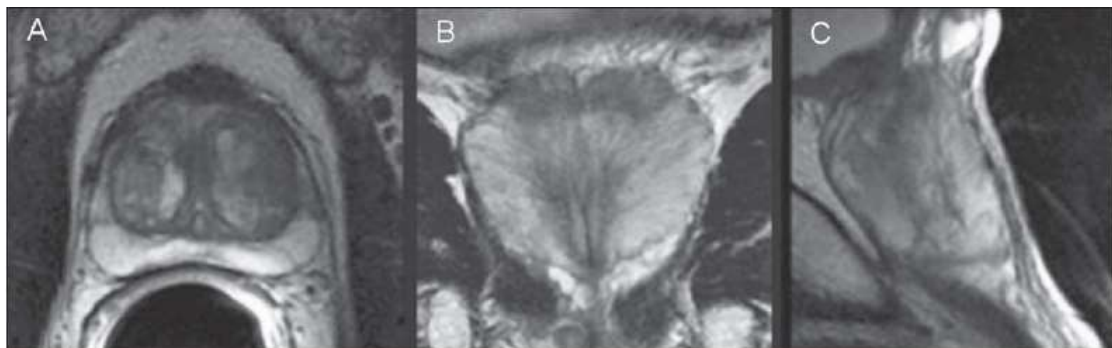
Imagens de RM de alta resolução em T2 no plano axial (A), coronal (B) e sagital (C). Adaptada de Baroni et al. (2009)
